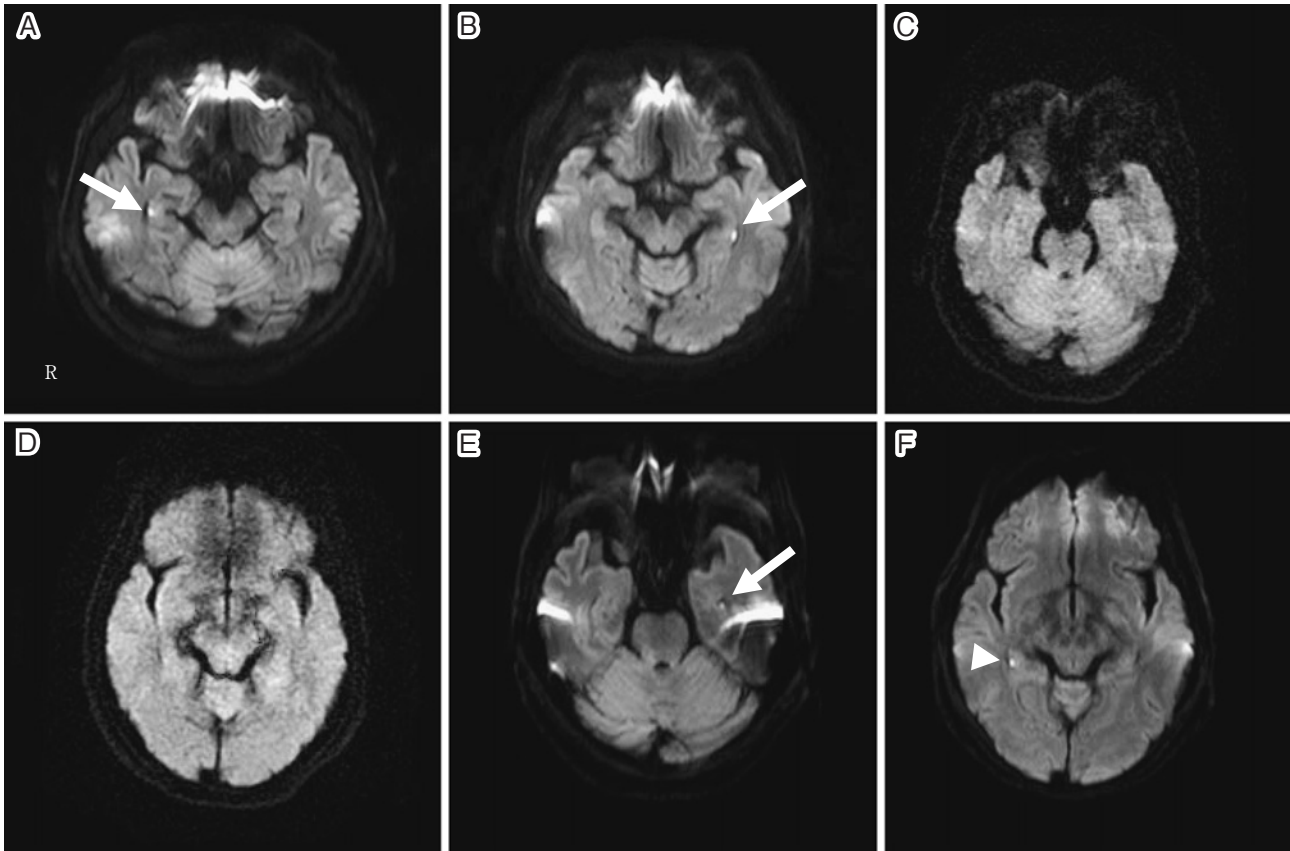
Magnetic resonance imaging (MRI) of 3 patients.
